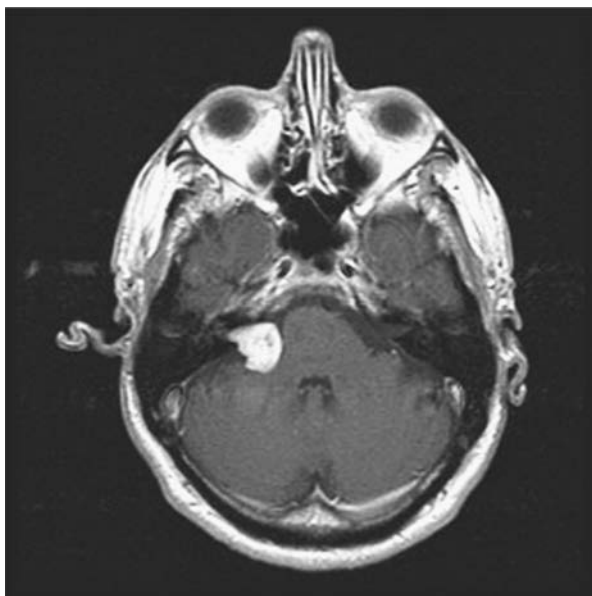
一个右前庭神经鞘瘤的钆类造影剂 MRI 图像可以看出肿瘤已涉及内耳道
